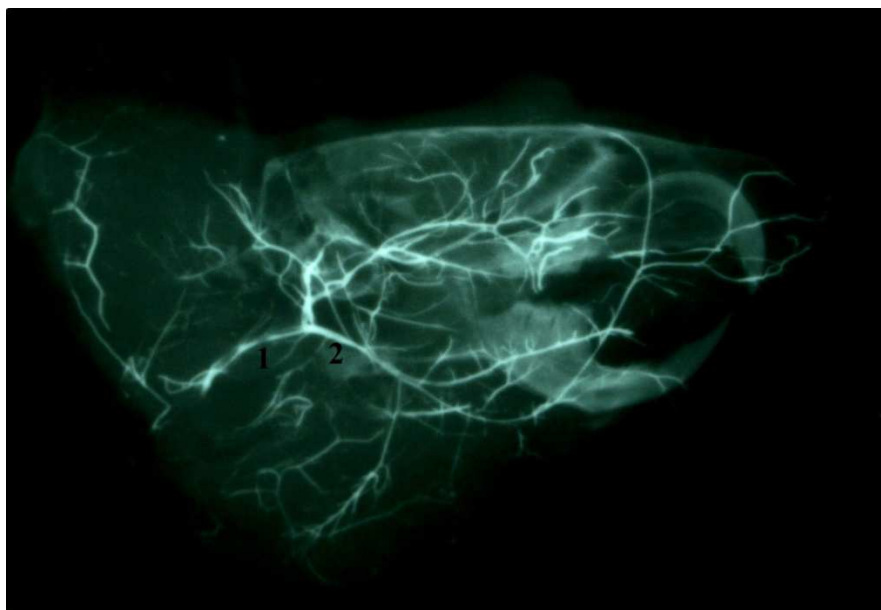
Артеріальне русло щелепно-ротової ділянки інтактного білого щура: зовнішня сонна артерія (1), лицева артерія (2). Фотографія контрастної рентгенангіограми
